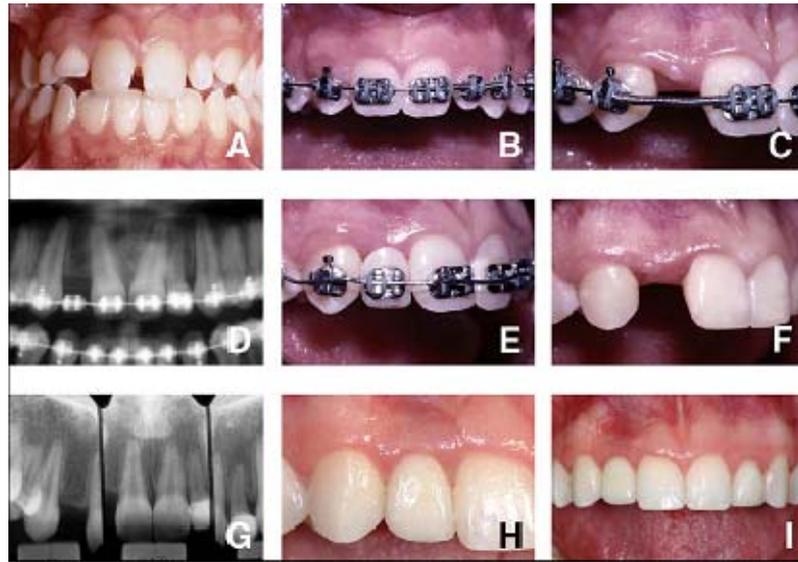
Agenesia do incisivo lateral direito, canino erupcionado próximo ao incisivo central (A), abertura dos espaços e verticalização das raízes (B,C), radiografia mostrando raízes do canino e incisivo central inclinadas (D), raízes verticalizadas (E,F), radiografia mostrando raízes verticalizadas (G), final do tratamento implante e prótese instalada (H,I).
